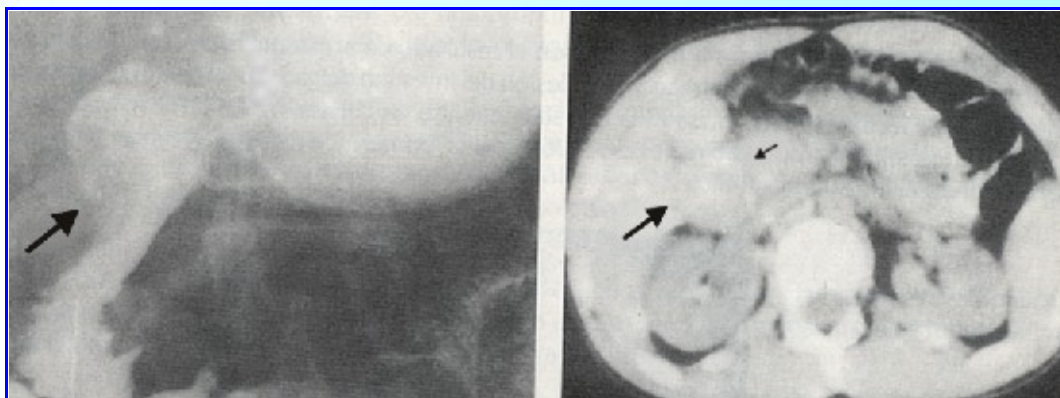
Hematoma subseroso de duodeno. A la izquierda se visualiza la imagen de falta de relleno en la radiografía seriada gastroduodenal. A la derecha, en la TAC de abdomen, la flecha gruesa indica la presencia del hematoma, y la flecha fina el desfiladero de sustancia de contraste en la luz del órgano.
